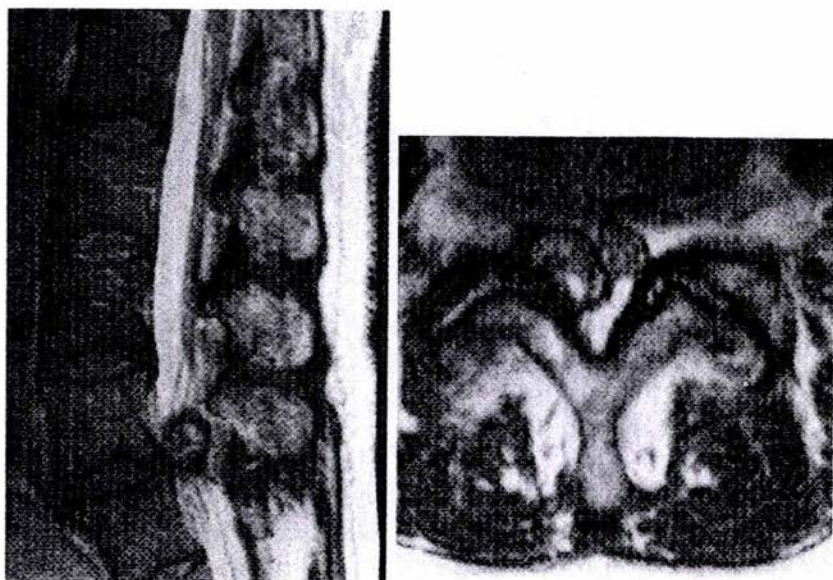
Imágenes de RM (T2) demostrando una masa grande que corresponde a un quiste sinovial que se presenta en la unión de la faceta que afecta la hendidura lateral derecha y el canal central.
